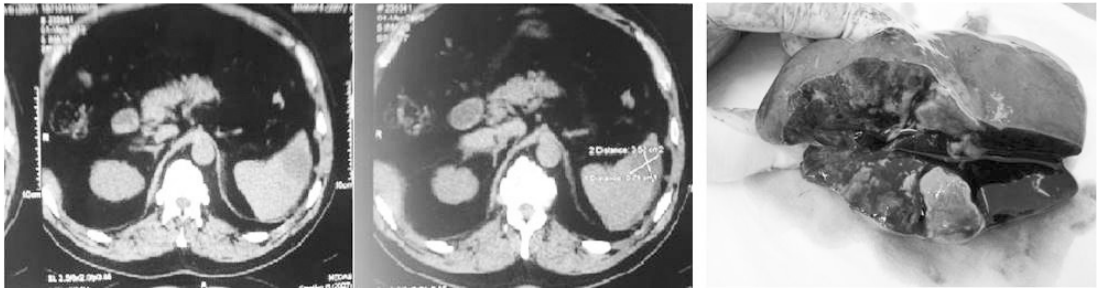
CT: Infarct splenic abcedant. Pe secțiune: zona de infarctizare
